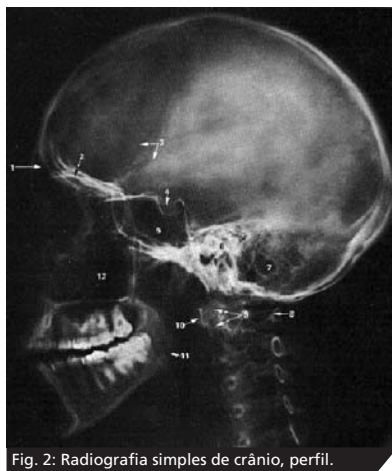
Radiografia simples de crânio, perfil.
